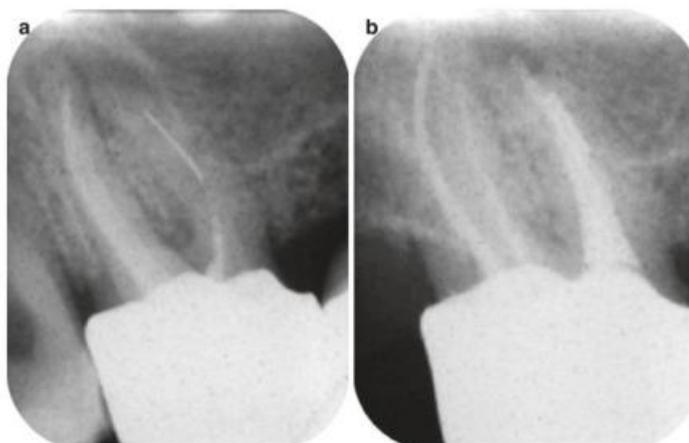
(a) une radiographie préopératoire montre un fragment fracturé au niveau du canal mésio-vestibulaire d'une molaire maxillaire.
